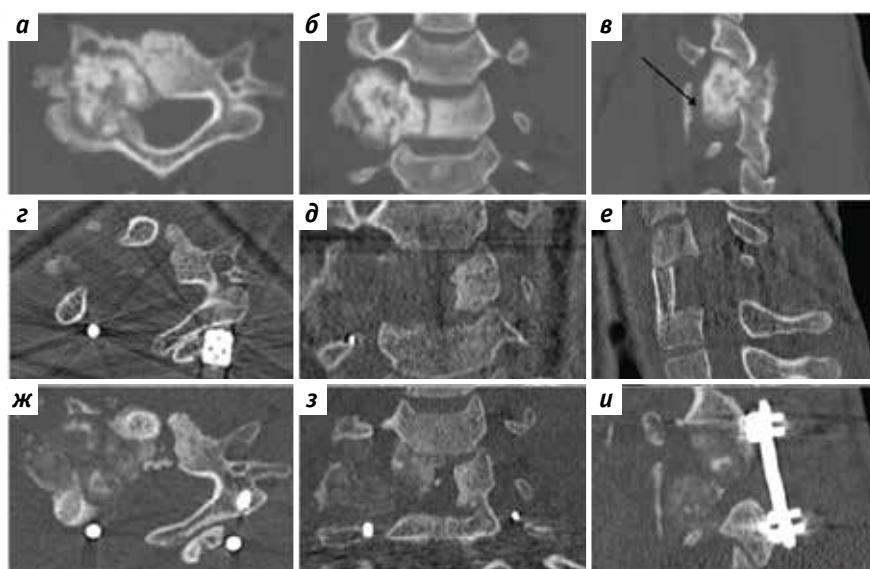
Компьютерная томография шейного отдела позвоночника: а–в – остеобластома позвонка С6 до лечения. Отмечается прорастание опухоли в канал правой позвоночной артерии; г–е – состояние после двухэтапного хирургического лечения; ж–и – состояние через 1 год после хирургического вмешательства. Рецидив опухоли
